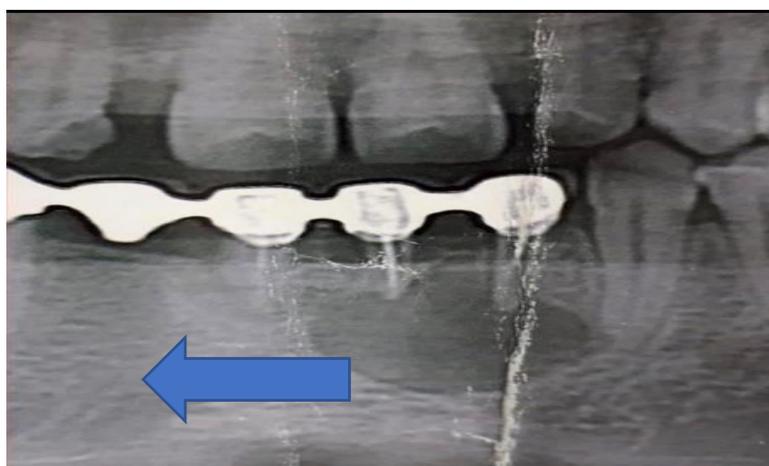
Рентгенологическая картина до оперативного вмешательства
